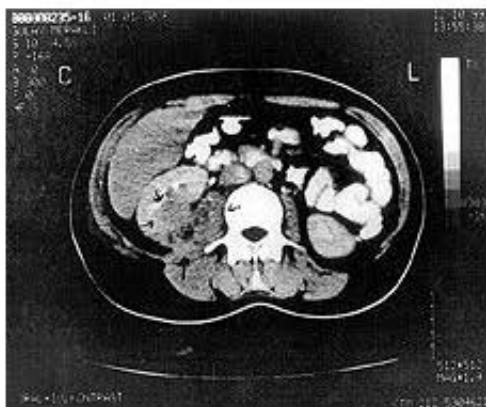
a: Aksiyel BT kesitlerinde sol psoas kasında genişleme ve kas içeriğinde apseyle uyumlu hipodens alan. b: Sol böbrekte hiperdens kalkiller ve komplikasyonda apse formasyonu
